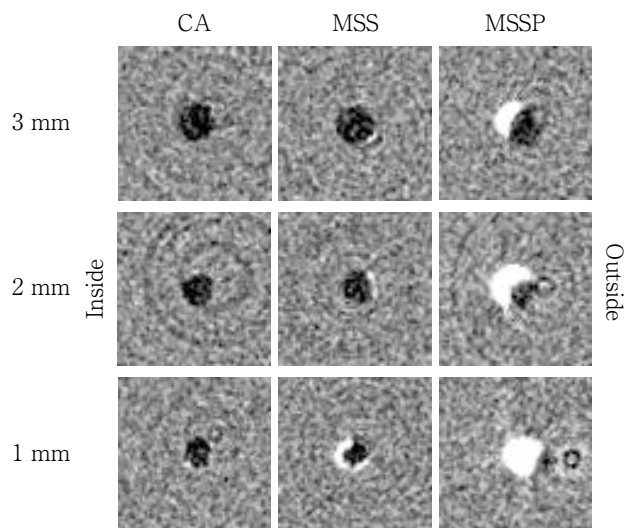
The horizontal section images of the micro-CT of sealer filling resin blocks at each measuring point
